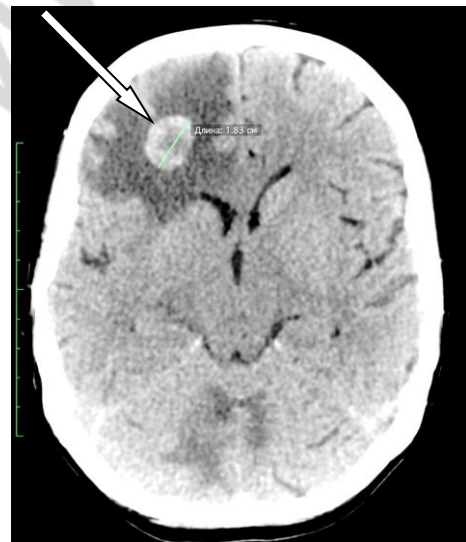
Метастаз в головном мозге из НПО (КТ)
